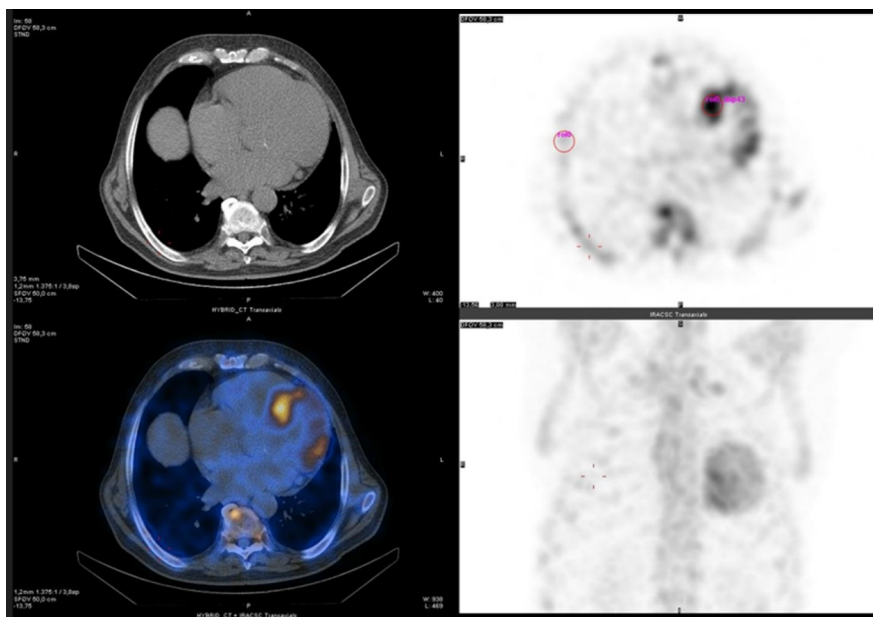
SPECT/TC Paz. 16, paziente positivo (Score di Perugia = 2).
